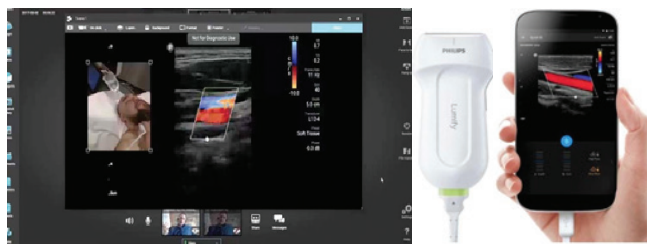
Ультразвуковая система Lumify с датчиком Lumify L12–4 (Philips Ultrasound, Inc., США)
